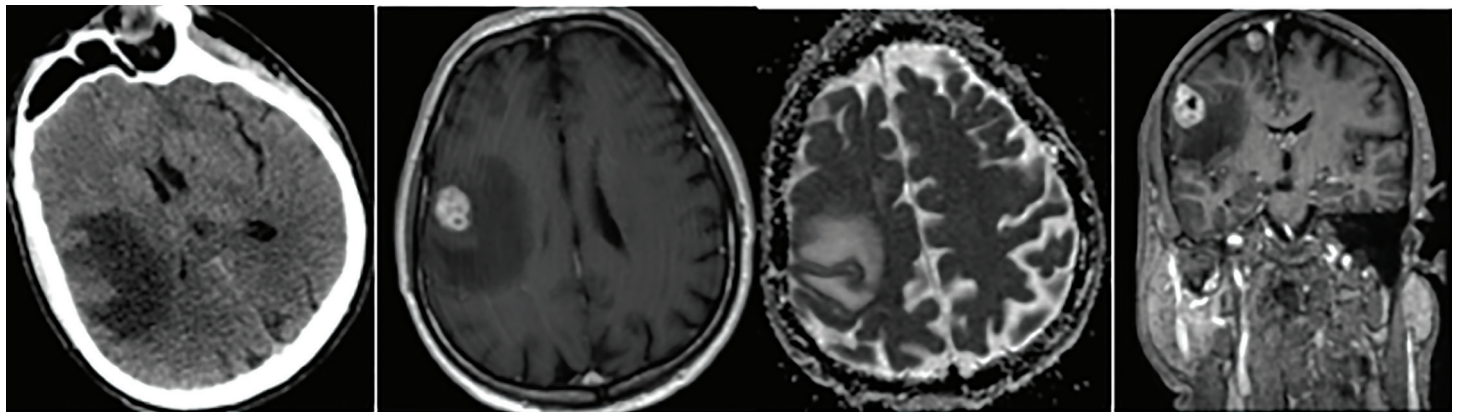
(Olgu 1) Birinci hastanın beyin bilgisayarlı tomografi taramasında sağ parietal bölgede heterojen dansiteli bir lezyon görülürken, difüzyon manyetik rezonansda (MR) artmış difüzyon ve dairesel ödem etkisi izlendi. Kontrastlı MR'da lezyonda heterojen kontrast tutulumu görüldü. MR spektroskopisi sonucu şüpheliydi.
